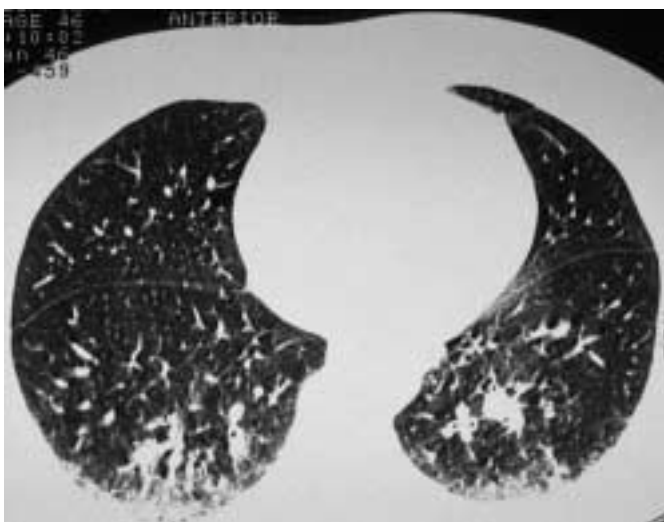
CT (high resolution)-Thorax. Milchglasartige Lungenverschattung bds.
